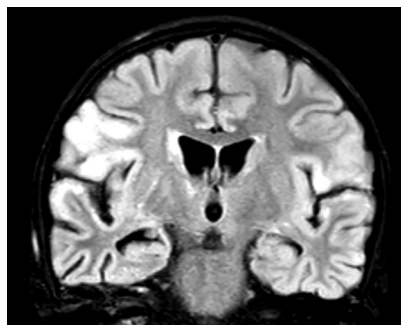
МРТ через 4 месяца от начала заболевания: атрофические изменения в височных долях головного мозга
